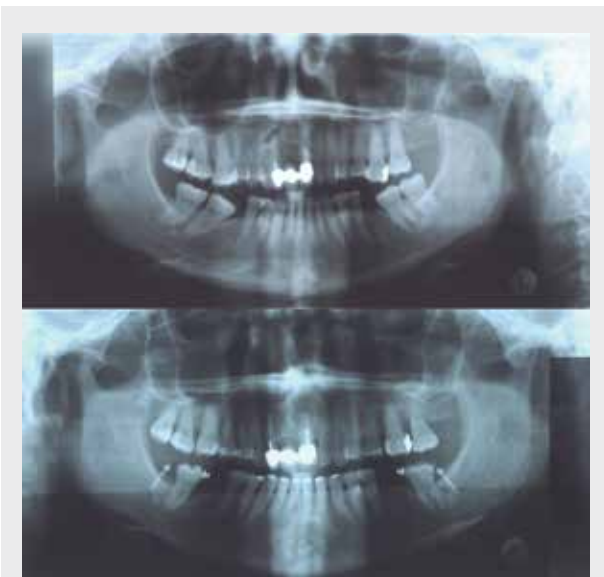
COMPARATIVA DE ORTOPANTOMOGRAFÍA INICIAL Y FINAL.
